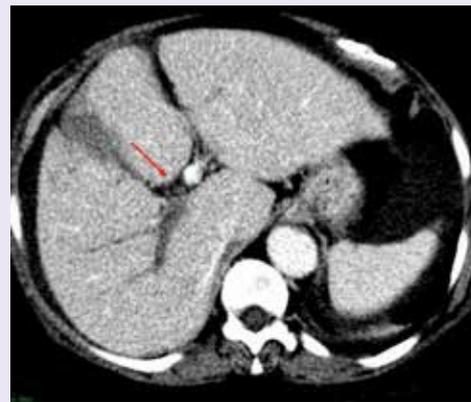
Tomografia computadorizada de abdome com contraste evidenciando trombose de ramo direito de veia porta (seta). Fonte: Imagens cedidas pelo paciente.
